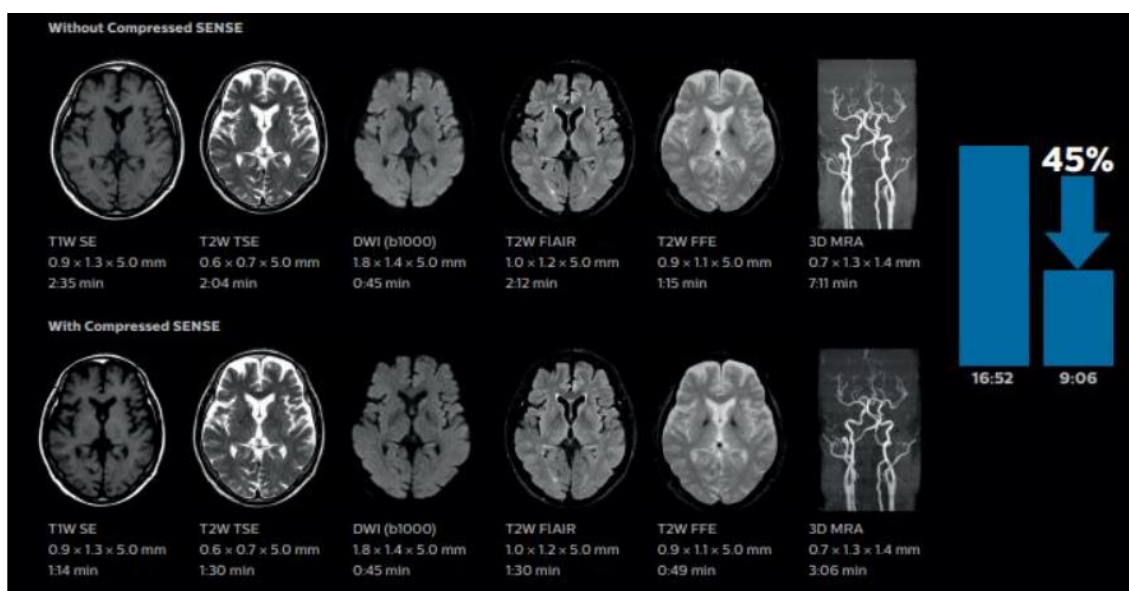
Imagens adquiridas em RM de 3T antes e depois da técnica CS. . Figura adaptada de [1].
